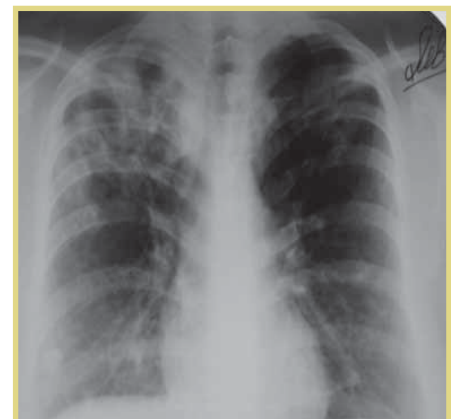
Рентгенограмма больной К. от 29.07.2014
